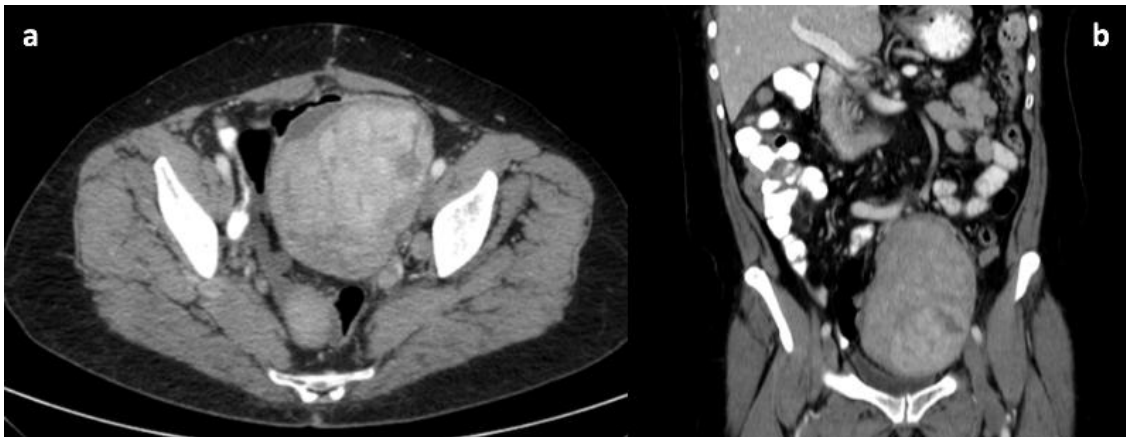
TC abdominopélvica con reconstrucciones en el plano axial (a) y coronal (b) donde se pone de manifiesto una evolución radiológica desfavorable destacando una gran masa de aspecto heterogéneo de localización inframesocólica y en pelvis. (Servicio de Radiodiagnóstico. Complejo Asistencial de Zamora).
